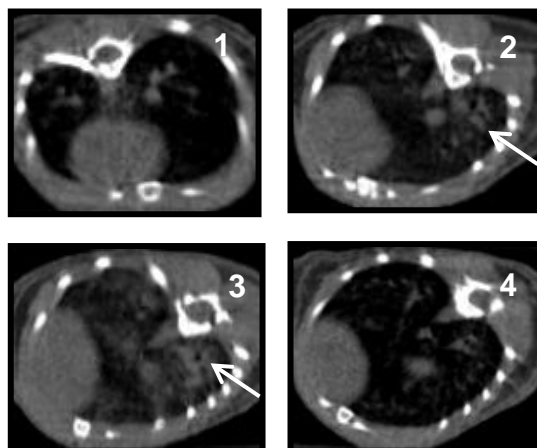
Tomografía computarizada de pulmón. Imágenes de micro-TC en posición axial de un pulmón representativo de cada grupo de experimentación (n=4/grupo). Las zonas hiperdensas (señaladas con flecha) corresponden a tejido con mayor presencia de fluidos. 1: SS; 2: OVA; 3: OVA ARNsi C-; 4: OVA ARNsi SOCS3.
